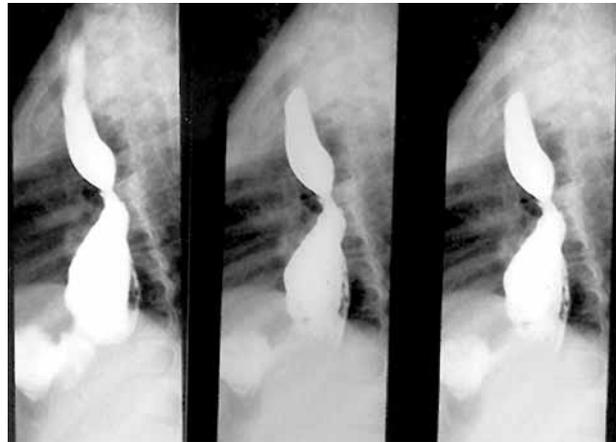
Radiografía de tórax. Tubulización gástrica con suturas mecánicas (grapas) desde el nivel de la tercera vértebra hasta estómago.
